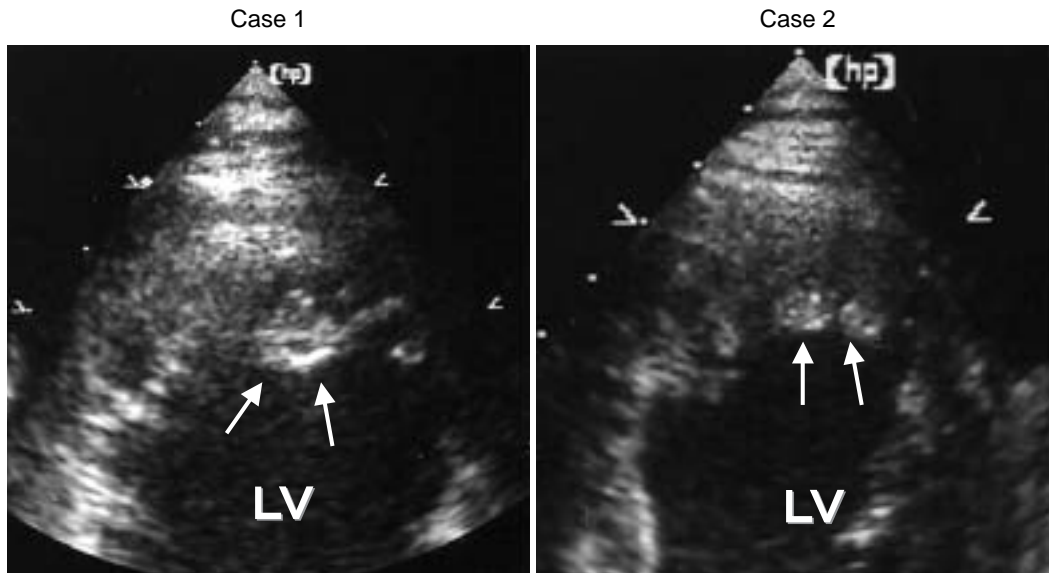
Apical four-chamber view (B mode) echocardiograms
